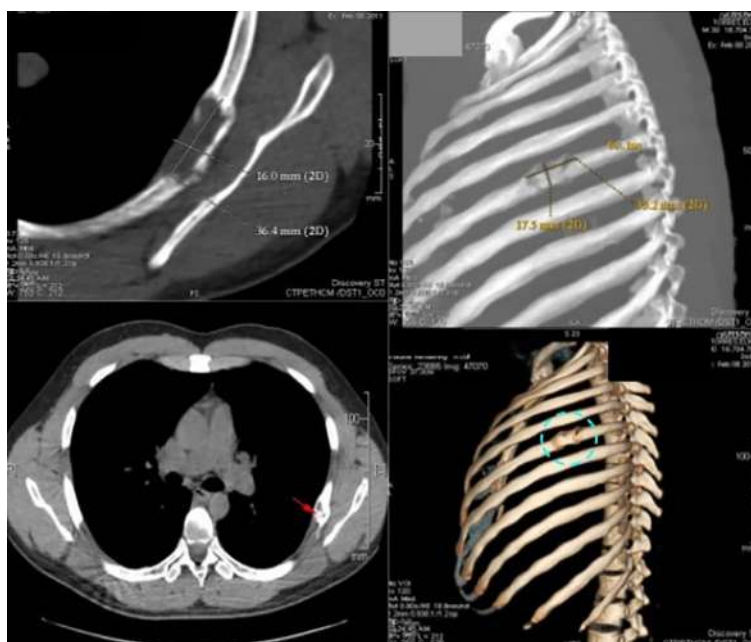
Tomografía con reconstrucción 3D: lesión única ocupante de espacio afectando sexto (6°) arco costal posterior izquierdo expansiva, porción central hipodensa de comportamiento osteolítico, con remodelación, adelgazamiento y expansión de la cortical.
